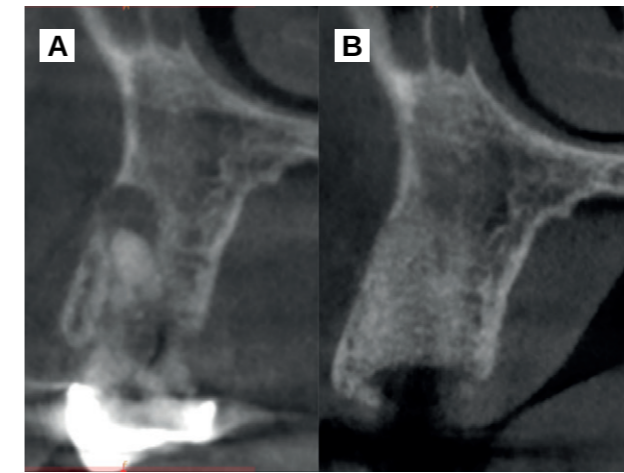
A. Präoperatives CBCT. B. CBCT 3 Monate nach der Operation.
